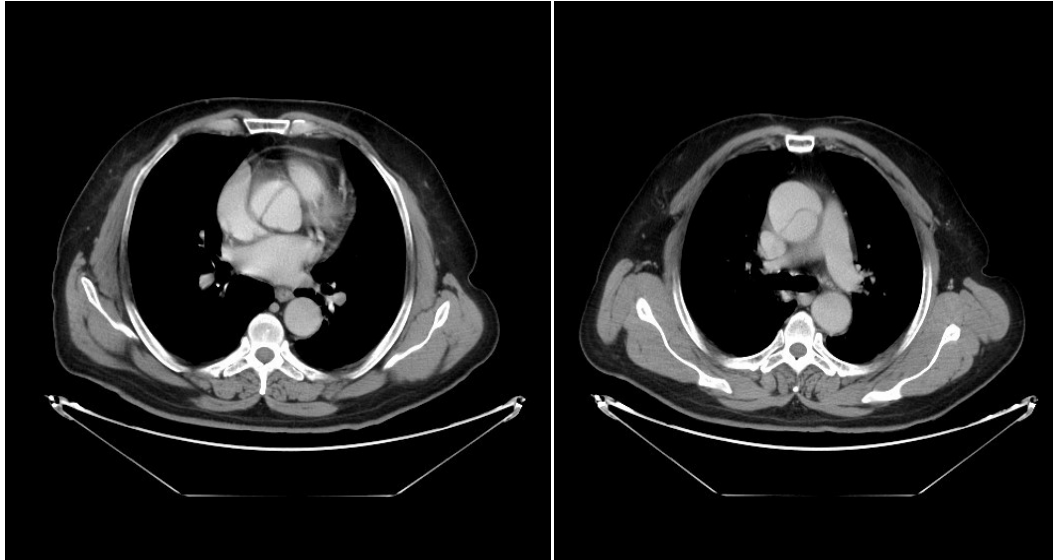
CT-scan d'une dissection aiguë de type A, avec individualisation du flap intimal(angio-TDM du service de CHU Hassan II de Fès)
